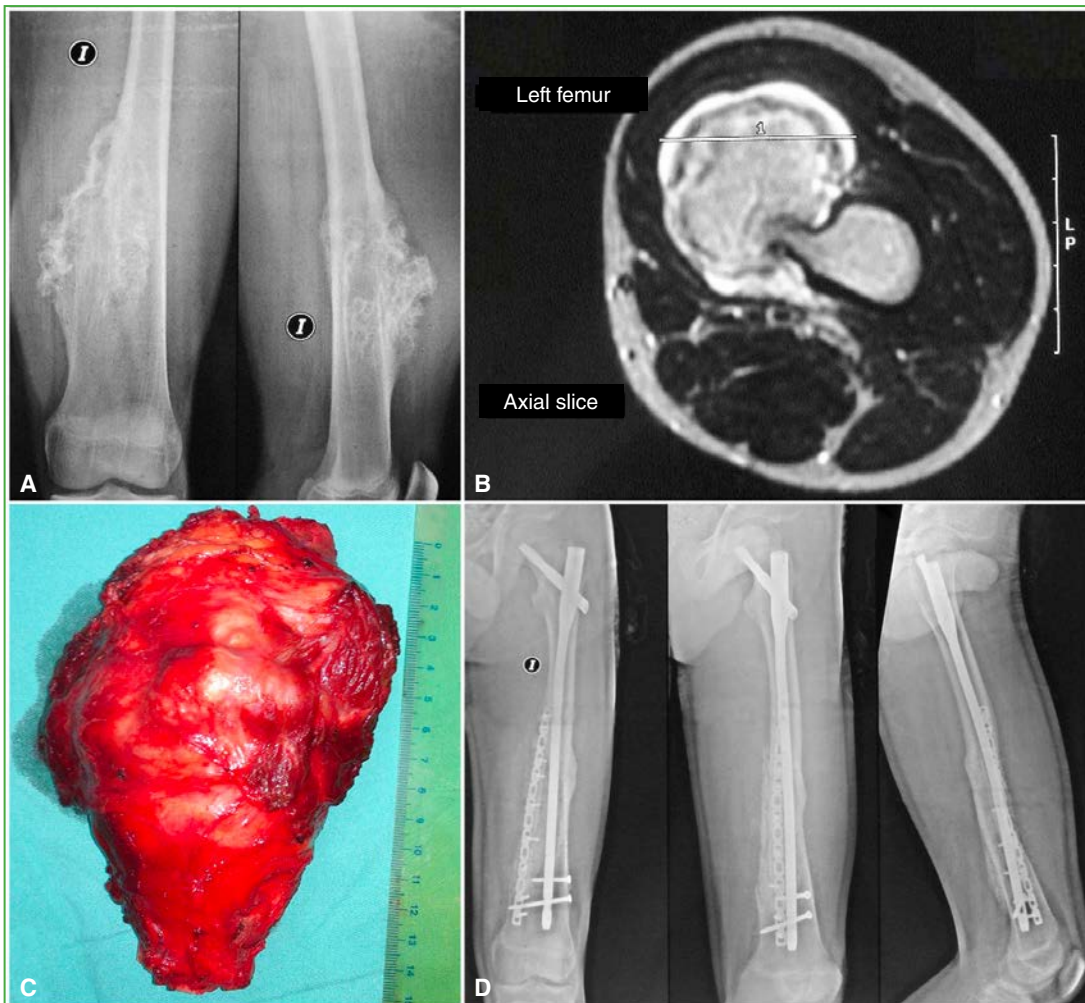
Caso 1. Osteocondroma voluminoso de fémur izquierdo ($209,8 \text{ cm}^3$). A. Radiografías preoperatorias del extremo inferior del fémur, cortes coronal y sagital. B. Resonancia magnética preoperatoria del extremo inferior del fémur, corte axial. C. Pieza quirúrgica. D. Radiografías de todo el fémur, incluyen cadera y rodilla, de frente, de perfil y oblicua, a los 6 meses de la cirugía, luego de la resección parcial del fémur con la masa tumoral incluida, seguida de un injerto autólogo de peroné izquierdo y cresta ilíaca, agregado de sustitutos óseos y osteosíntesis con clavo endomedular sólido de titanio acerrojado a distal y proximal junto con placas autobloqueadas para el injerto de peroné.
